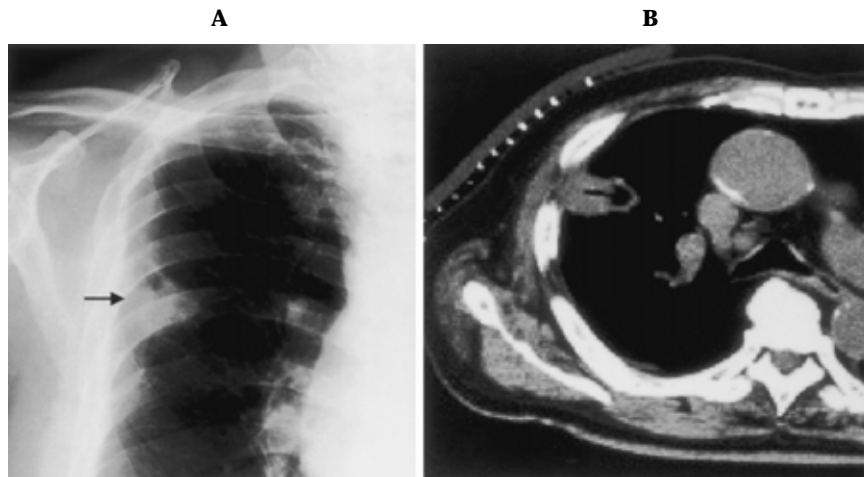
A. B. Chest X-ray and CT show cavity formation in the lesion after PMCT.
